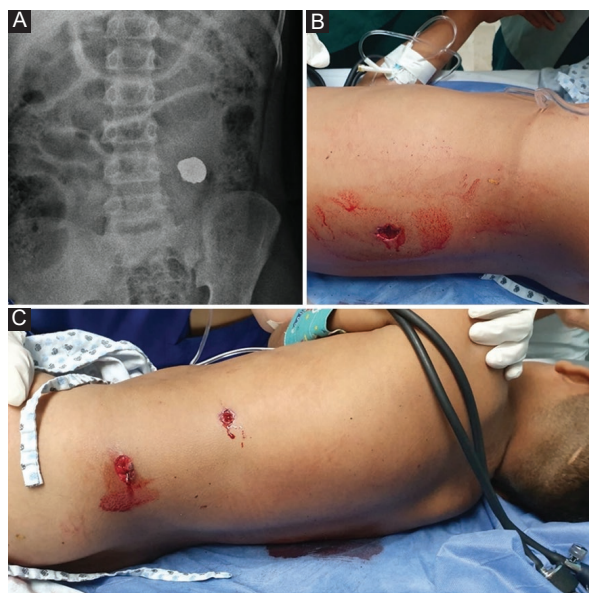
Lumbar AP and lateral radiograph. A: clinical images. B and C: an 29 y/o male patient with a gunshot injury in T11 (ASIA E).
